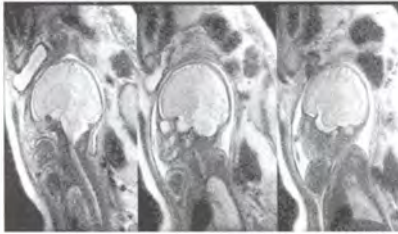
Беременность 24 нед. МРТ плода. Норма. Сагиттальные T2-ВИ
